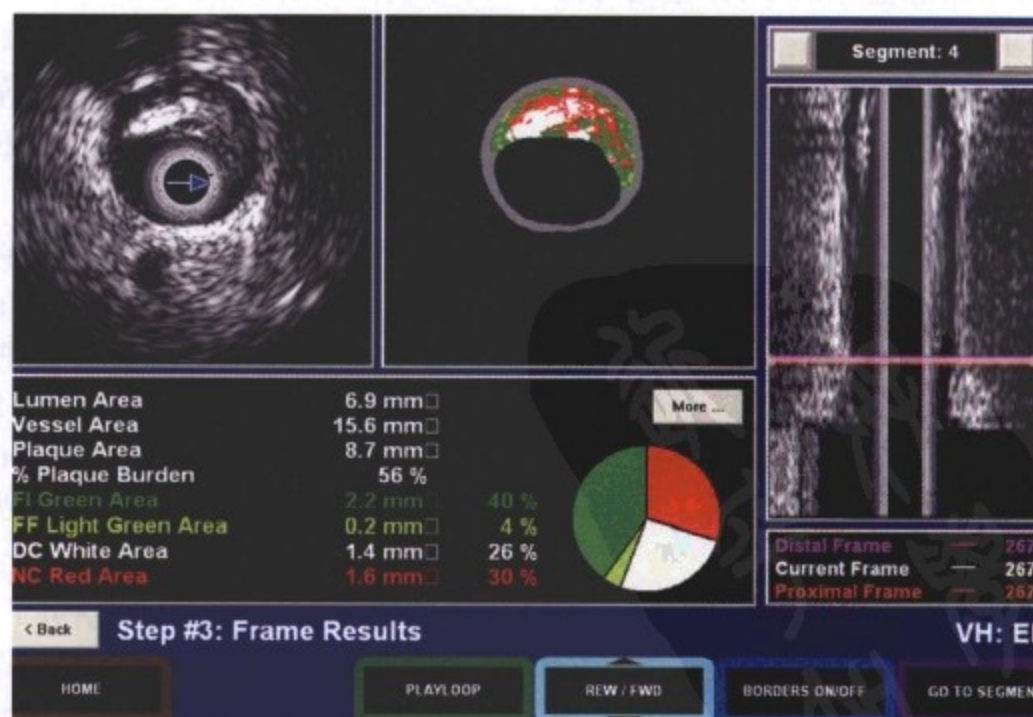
血管内超声虚拟组织学成像(VH-IVUS)
